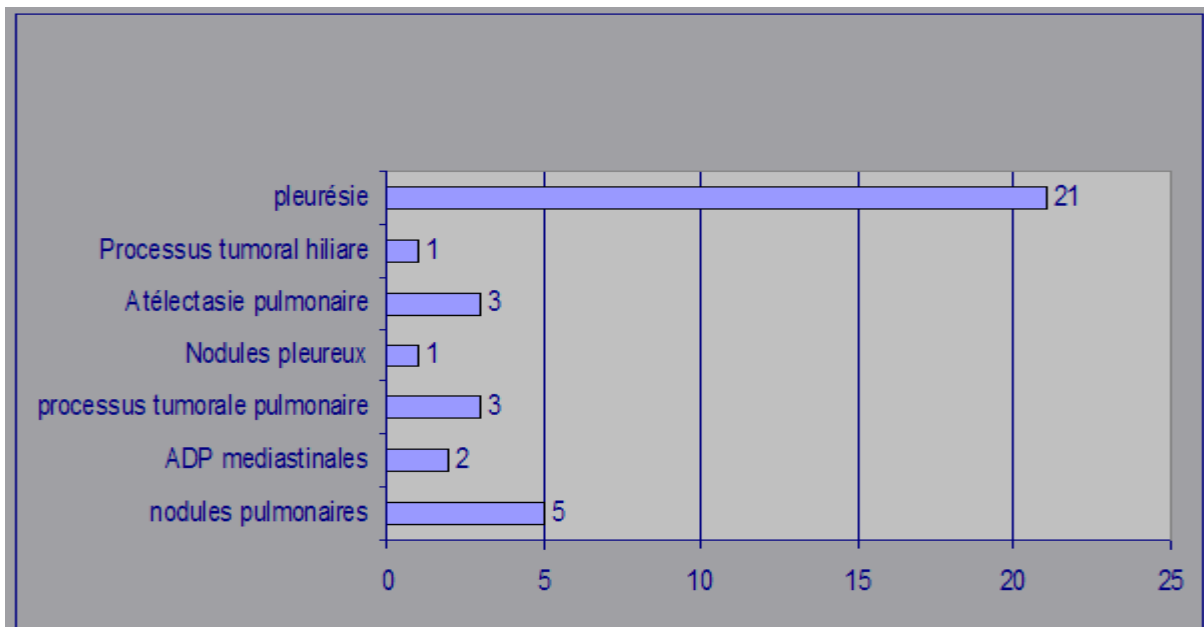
Les différents aspects radiologiques retrouvés à la radiographie thoracique.
